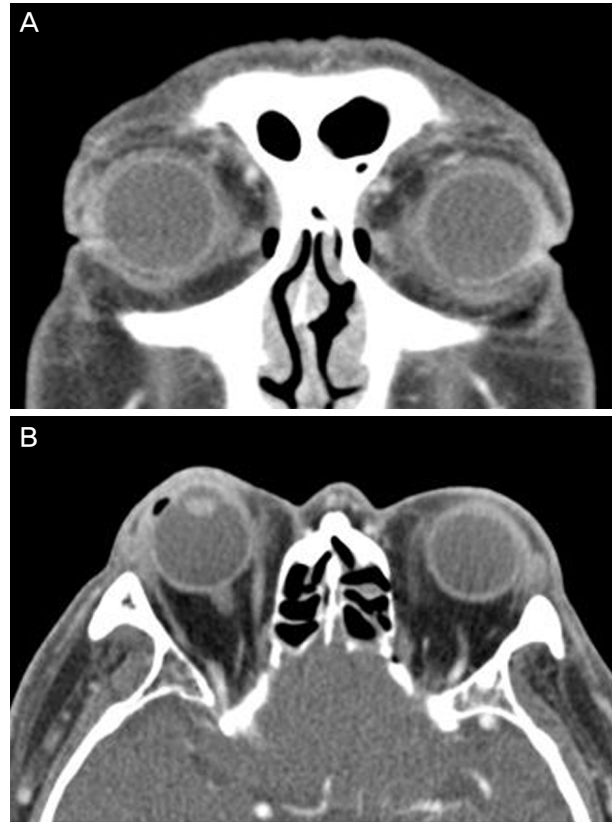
Initial contrast enhanced orbital computed tomography scan. Ill-defined irregular masses (arrows) were noted in both orbits. The masses were located in extraconal space and surrounding the eyeball (A, Coronal view; B, Axial view).
